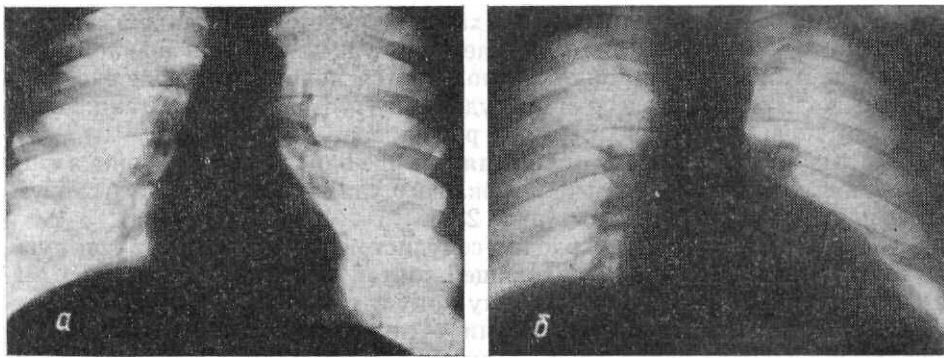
Рентгенограмма сердца в прямой передней проекции. На уровне сердечно-диафрагмальных углов, больше слева, определяются: а — перикард, б — массивные жировые наслоения.
